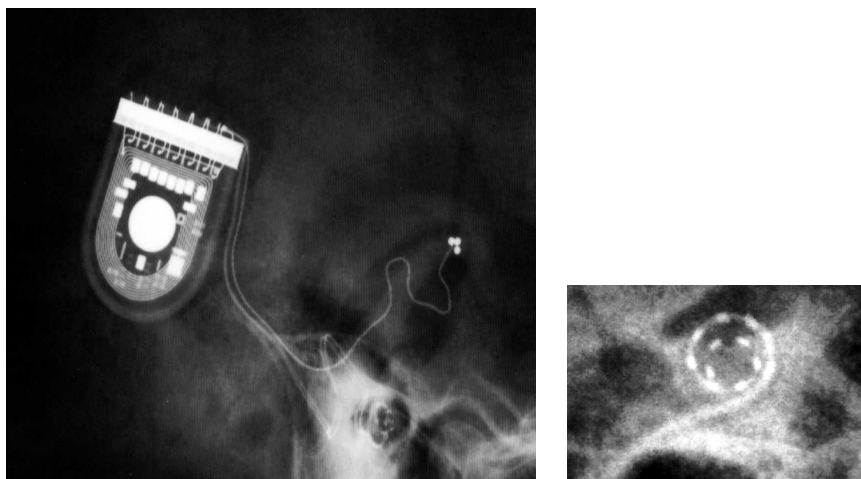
Radiografía de un implante coclear. Detalle de la guía de electrodos.
